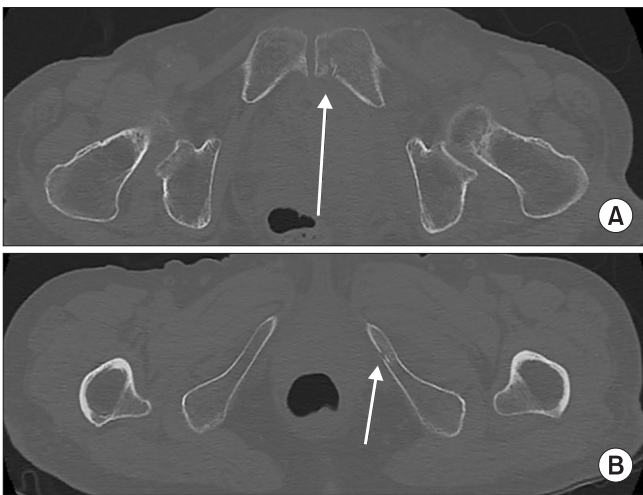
Axial pelvic bone computed tomography scan showing a non-displaced left superior (arrow) (A) and inferior (arrow) (B) pubic ramus fracture. No sacral fracture or sacroiliac joint widening was observed.
